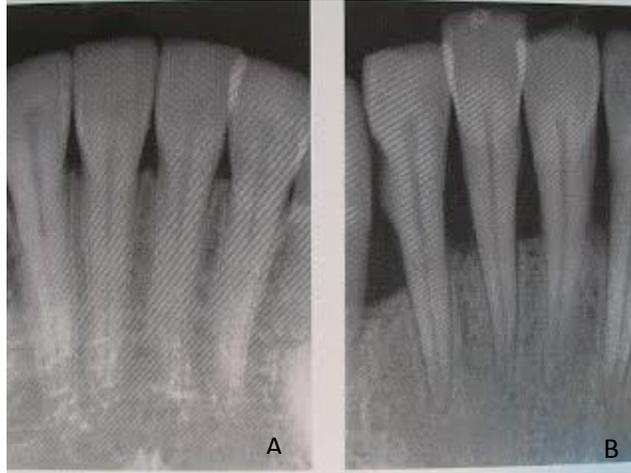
En la radiografía A se observa hueso sano, mientras que, en la B, la reabsorción es amplia y deja al descubierto parte de las raíces. Tomado de:
